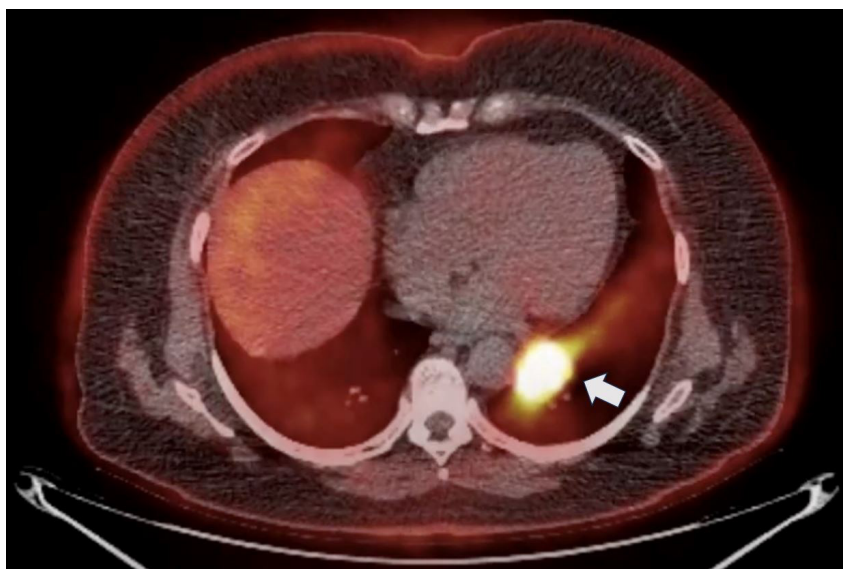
Tomografía por emisión de positrones, vista axial del pulmón. Masa hipermetabólica de 31x36 mm yuxtaaórtica con SUVmax 25, sin presencia de adenopatías hipermetabólicas
